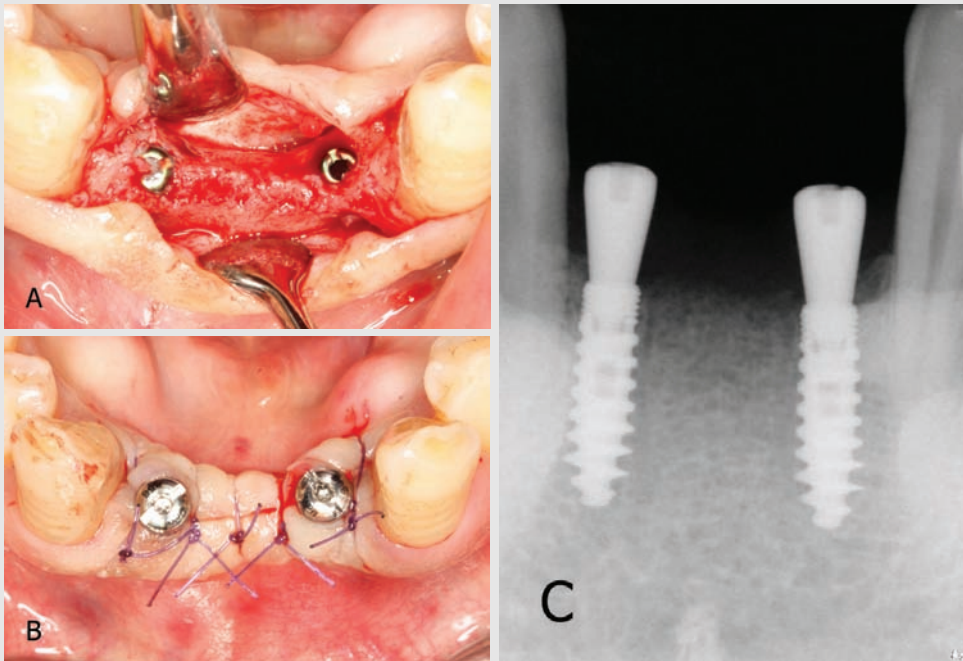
(A) 2nd surgery was performed at 3 months after implant placement. The surgical site was maintained well without crestal bone loss. (B) A Healing abutment was placed and the surgical site was sutured well. (C) After the 2nd surgery, peri-apical x-ray was taken.
